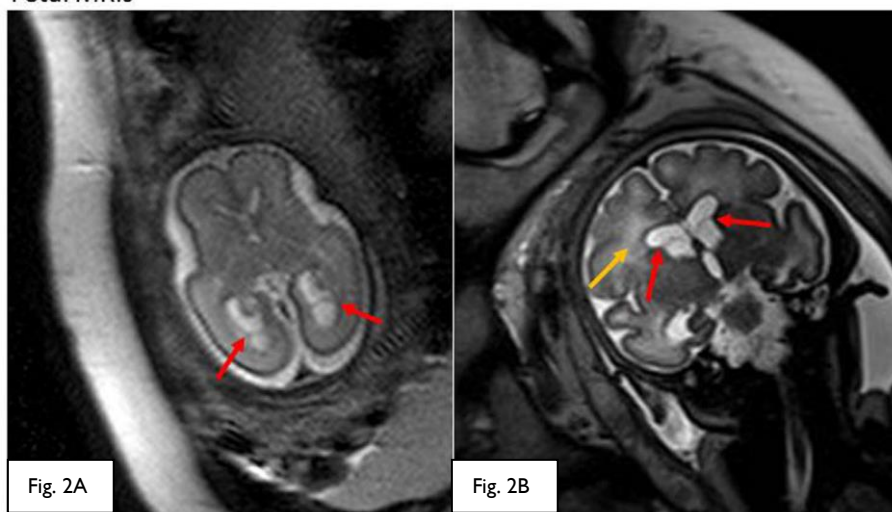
Imagens de ressonâncias magnéticas fetais. A) 26 semanas de gestação. As setas vermelhas indicam os quistos intraventriculares nos cornos posteriores da suave dilatação dos ventrículos laterais. B) 36 semanas de gestação. As setas vermelhas indicam os quistos intraventriculares e a seta amarela as lesões na matéria branca.
